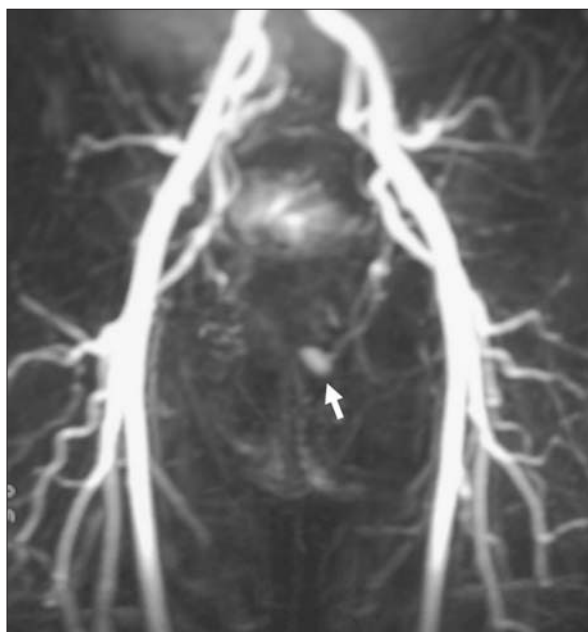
Angiorresonancia donde se aprecia la presencia de una fístula arteriovenosa unilateral en el cuerpo cavernoso izquierdo.
